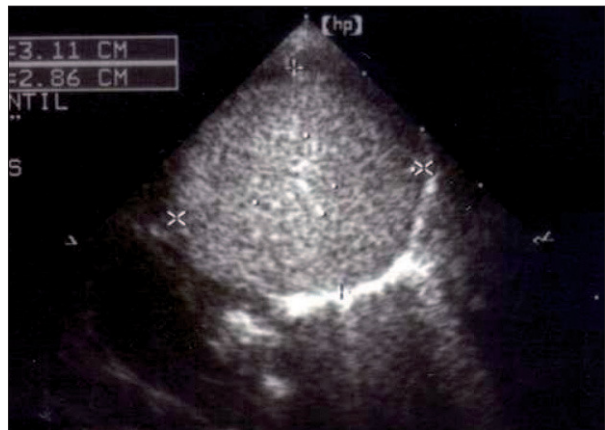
Ecocardiografía que muestra un teratoma pericárdico.
